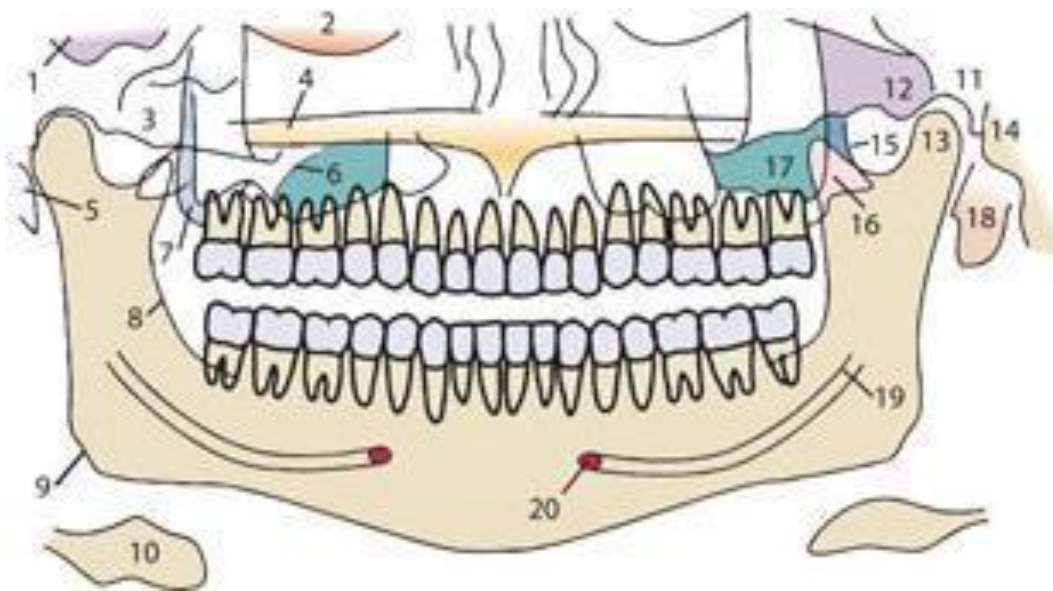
Estructuras anatómicas que se observan en una radiografía panorámica.
